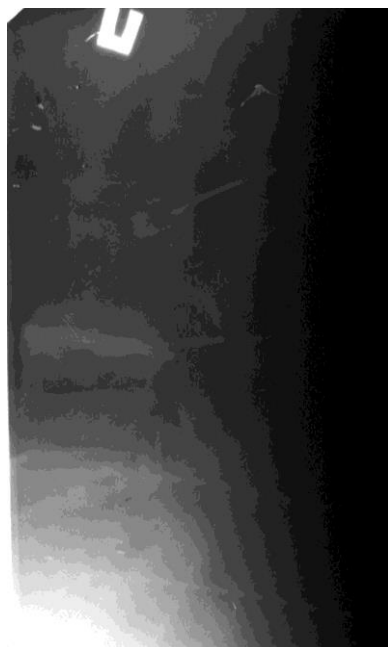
Фотовідбитки передньо-задньої рентгенограми (а) та дискограми (б,в) хворої К. (і.х.№36289), 57р.: дегенеративний поперековий сколіоз, грижі L<sub>3</sub>-L<sub>4</sub> диска (варіант (OSc03)).
